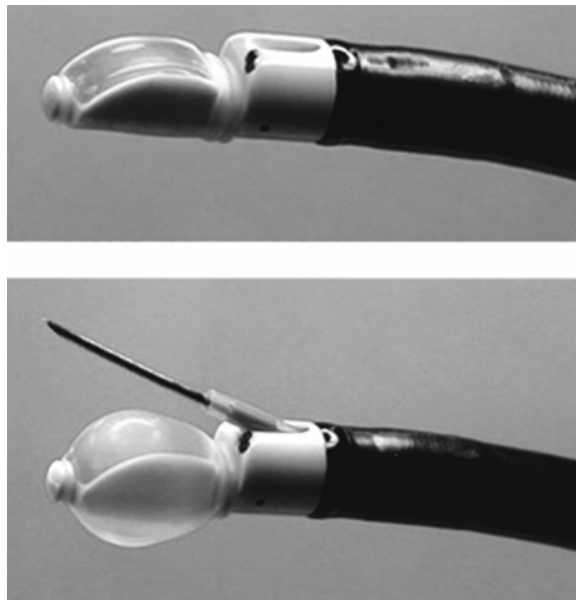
Sonde d'échographie distale avec ballonnet gonflé et aiguille de ponction sortie de sa gaine
